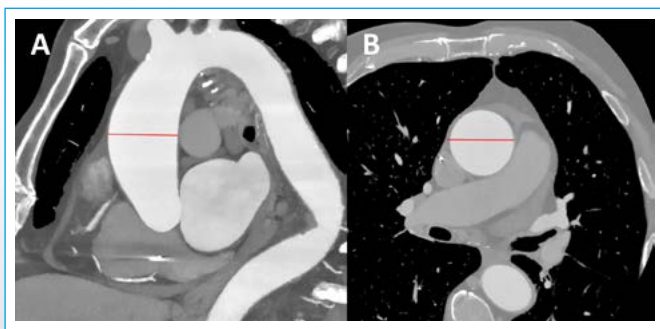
Medición de la aorta ascendente tubular por tomografía computarizada
